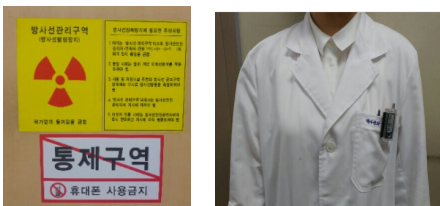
방사선 관리구역과 선량계 착용위치
